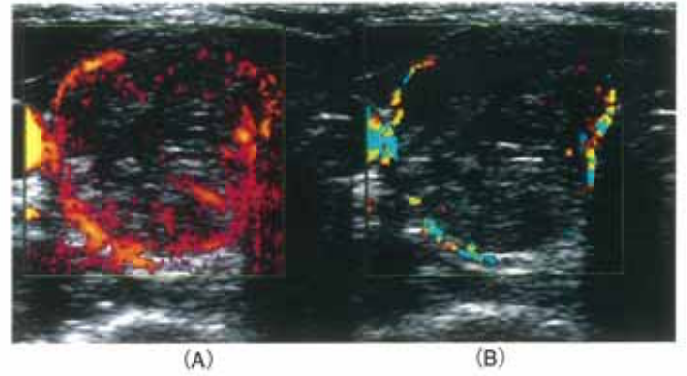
50-year-old man with adenomatous goiter. Transverse scan shows an inhomogeneous mass. On power Doppler imaging (A), blood flow is depicted at both central and peripheral part of the mass. On color Doppler imaging (B), blood flow is depicted only in peripheral part.
